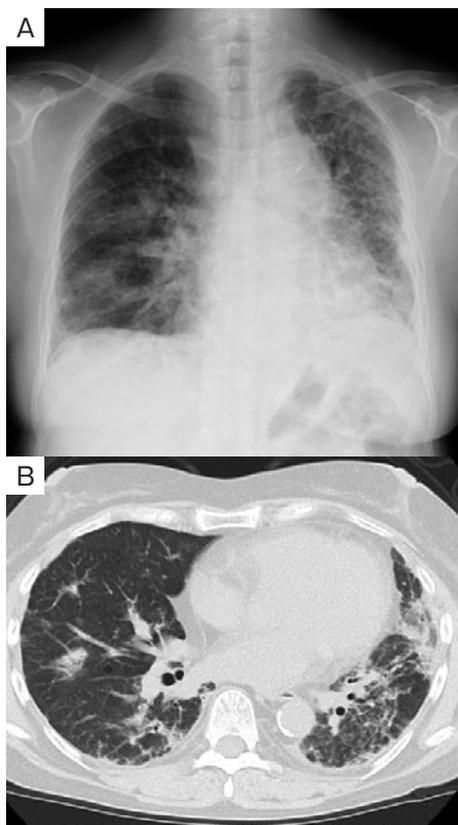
入院時画像所見。(A) 胸部単純X線写真。両側肺に中下肺野優位にすりガラス影と斑状の浸潤陰影を認める。(B) 下肺野レベルの胸部CT。すりガラス影と斑状の浸潤陰影を認める。
